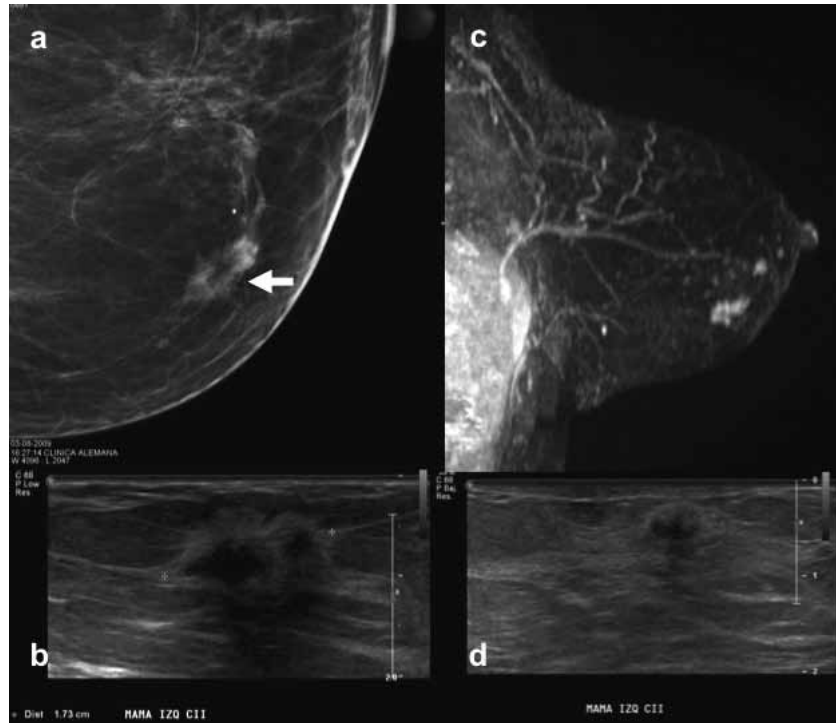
Mamografía izquierda – magnificación en CC (a): lesión altamente sospechosa en el CII izquierdo (flecha). US de complemento (b) confirma un nódulo de 17 mm, de categoría BI-RADS US 5. El resultado de la biopsia Core bajo US reveló un Ca ductal infiltrante de grado intermedio-alto. La RM preoperatoria (c) (imagen sagital en reconstrucción MIP) identifica un foco adicional no detectado por las imágenes convencionales, a aprox. 3,5 cm del tumor índice. US second look (d) reconoce un pequeño foco satélite de 4-5 mm, sospechoso. Previa marcación bajo US de ambos nódulos se realizó una tumorectomía ampliada, logrando bordes libres. Caso perteneciente al Grupo 2: RM etapifica mejor, pero no genera cambio radical en el manejo quirúrgico pre-establecido (tumorectomía en este caso).
